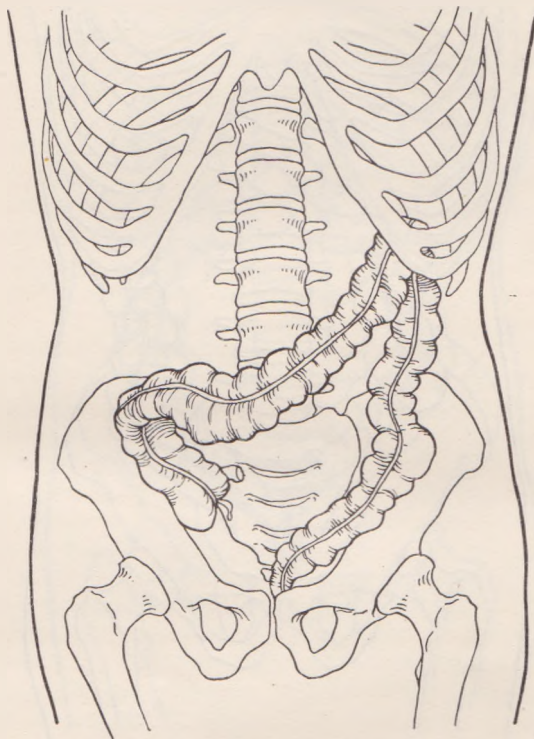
Толстые кишки. Их проекция на переднюю поверхность тела при положении тела стоя (рисунок сделан на основании рентгенографического исследования М. А. Джафарова).
